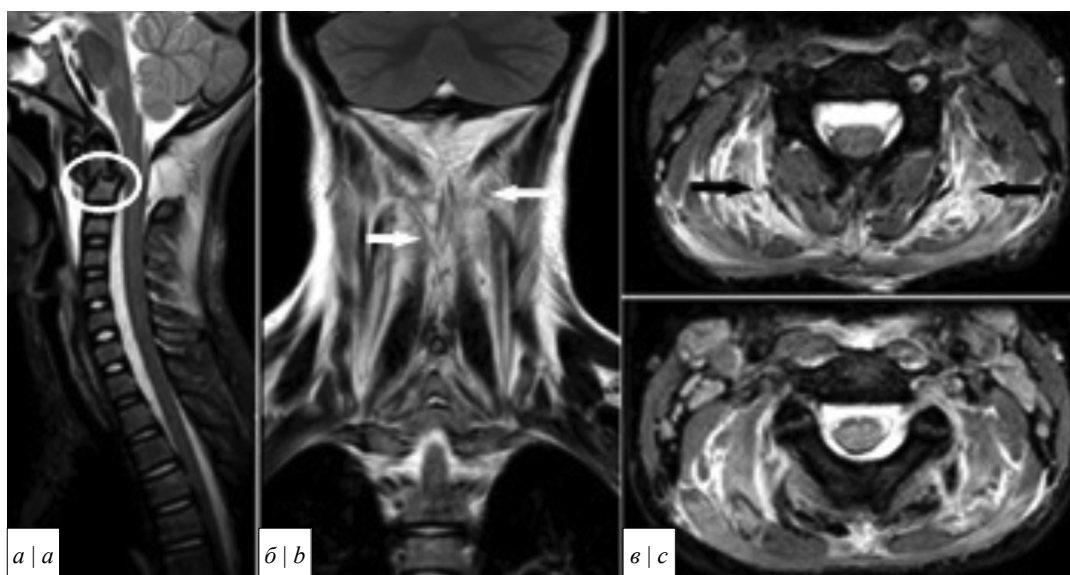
МРТ шейного отдела позвоночника.
